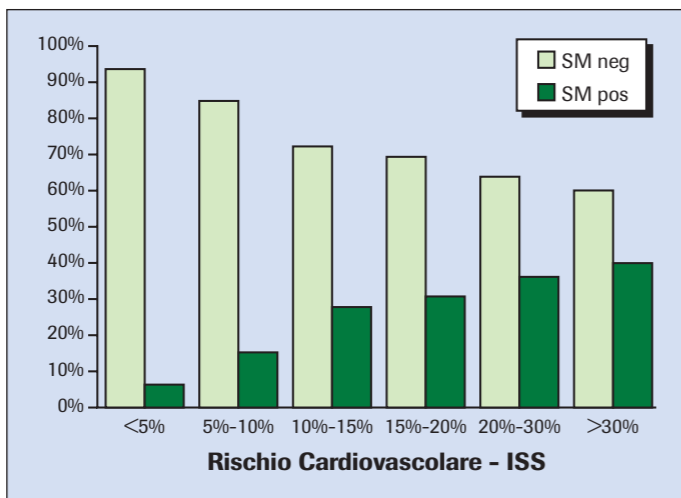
Rischio pre-test a 10 anni e risultato della scintigrafia miocardica.
